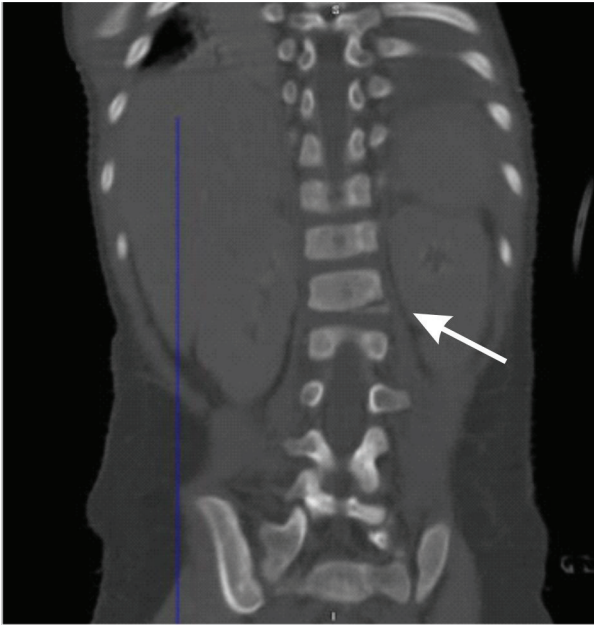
TAC corte coronal.
